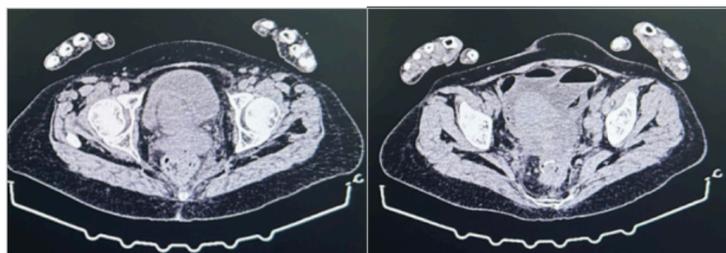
2024 Computed Tomography image taken in January. No mass lesion is seen on the CT scan, air fluid levels are seen.
